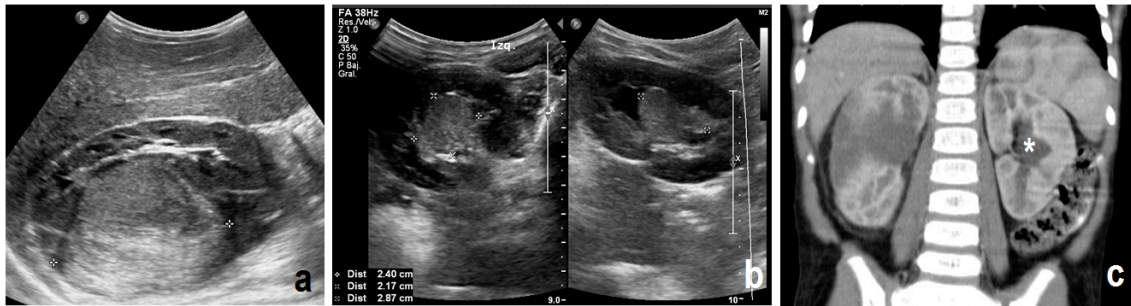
Paciente femenina de 3 años de vida. Ecografía del riñón derecho muestra masa sólida ecogénica generando signo del "pico" con diagnóstico patológico de tumor de Wilms (a). En el riñón izquierdo se observa tumor sólido bien definido, ecogénico al parénquima renal de localización medular (b) y pobre realce en la tomografía contrastada (asterisco en c) con resultado de biopsia compatible con restos nefrogénicos intralobares.
